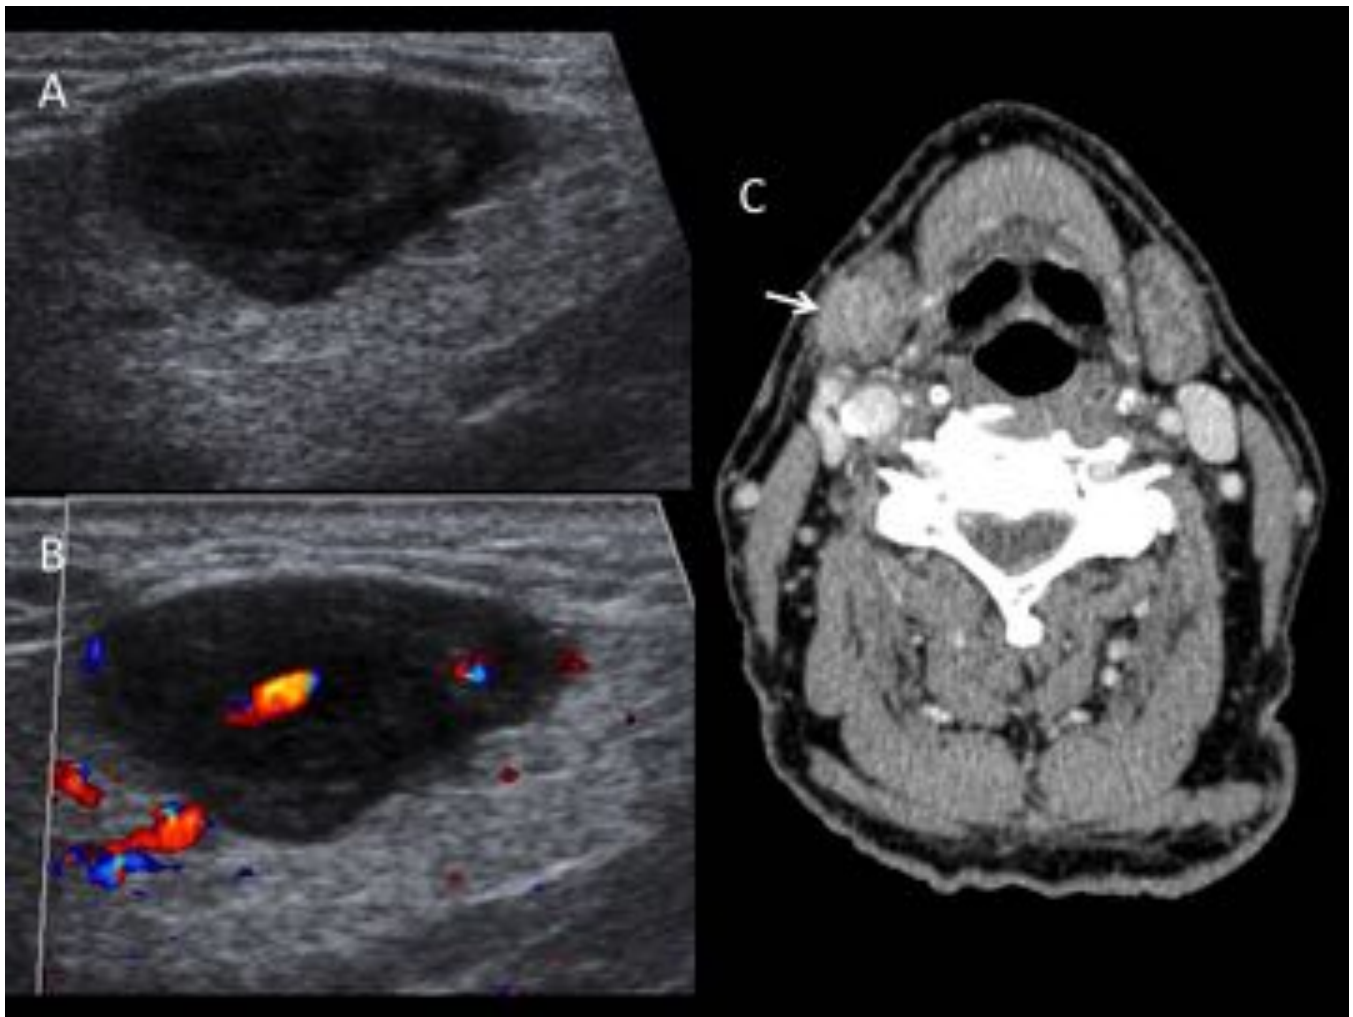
Tumor de Kuttner. Ecografía: nódulo submaxilar derecho hipoeoico y de bordes bien definidos (A) con vasos en su interior (B). TC con contraste (C): presencia del nódulo en la glándula submaxilar derecha (flecha), bien delimitado y discretamente hiperdenso. El primer diagnóstico que se planteó fue el de adenoma pleomorfo. Tras la biopsia quirúrgica la anatomía patológica demostró que se trataba de una enfermedad por IgG4.
